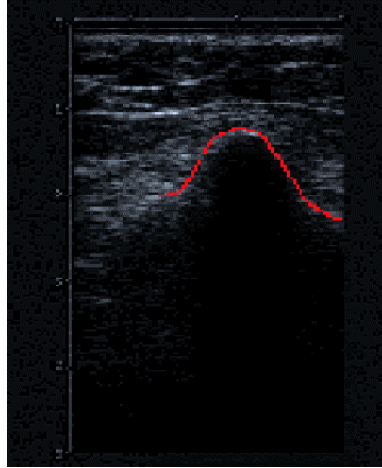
Segmentation d'une image échographique
